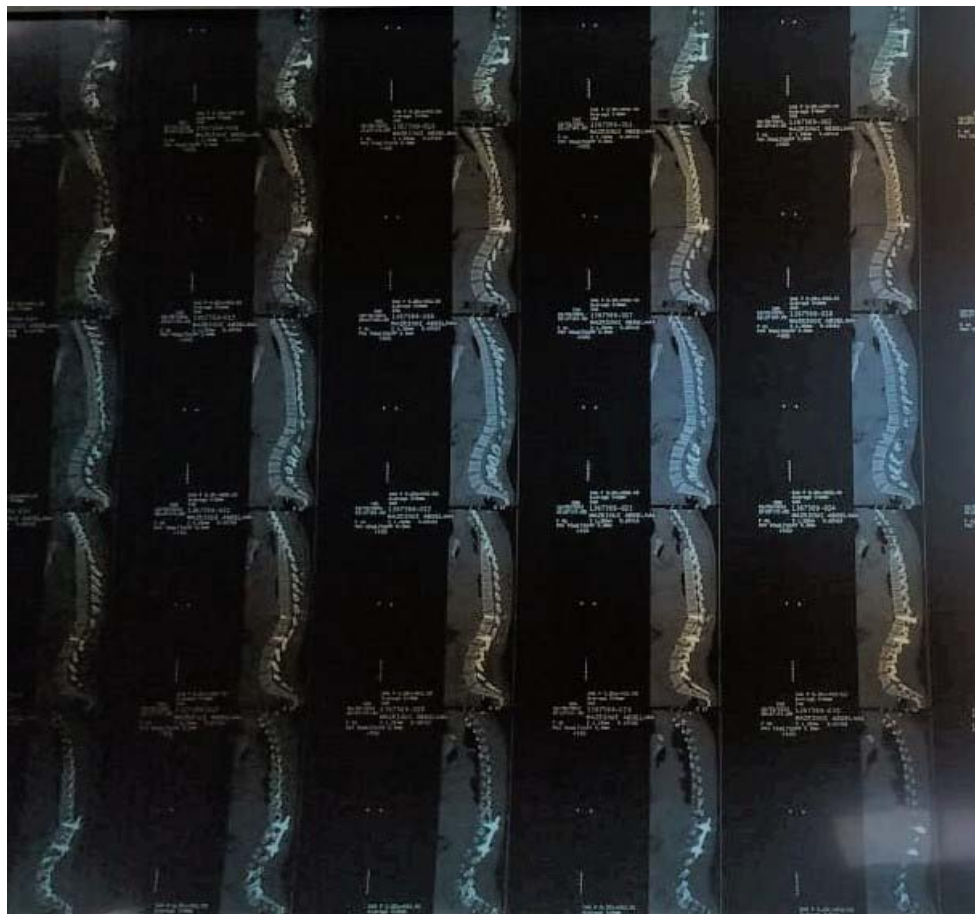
TDM postopératoire en coupe sagittale et fenêtre osseuse du rachis dorsolombaire montrant une fracture tassement de (L1) avec recul du mur postérieur et angulation vertebrale (démontage du matériel d'ostéosynthèse), chez un patient qui s'est présenté pour des troubles génito-sphinctériens 1 an après l'intervention.
